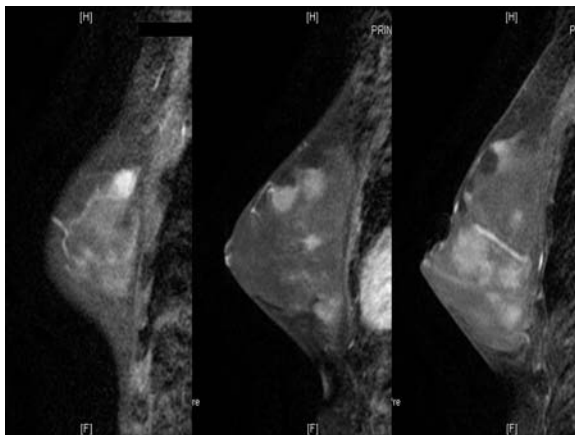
RM de mama, serie sagital VIBRANT con contraste. Múltiples áreas de realce nodular sobre los cuatro cuadrantes de ambas mamas.
